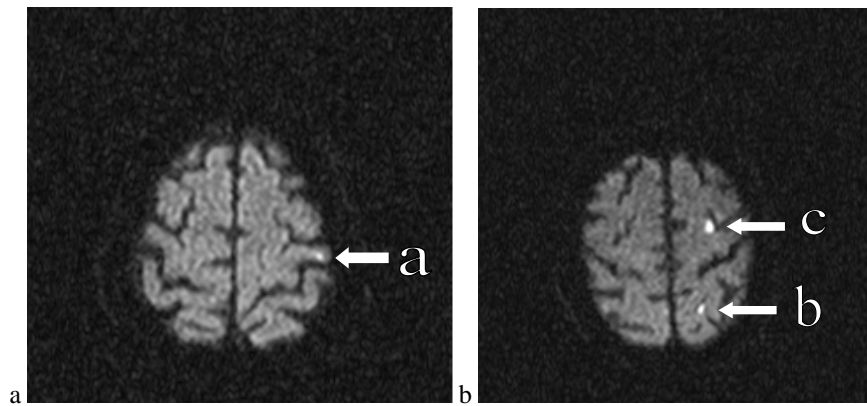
a-b: DWI-Läsion (a: $< 2 \text{ mm}^2$, b: $2 - 5 \text{ mm}^2$, c: $> 5 \text{ mm}^2$)
